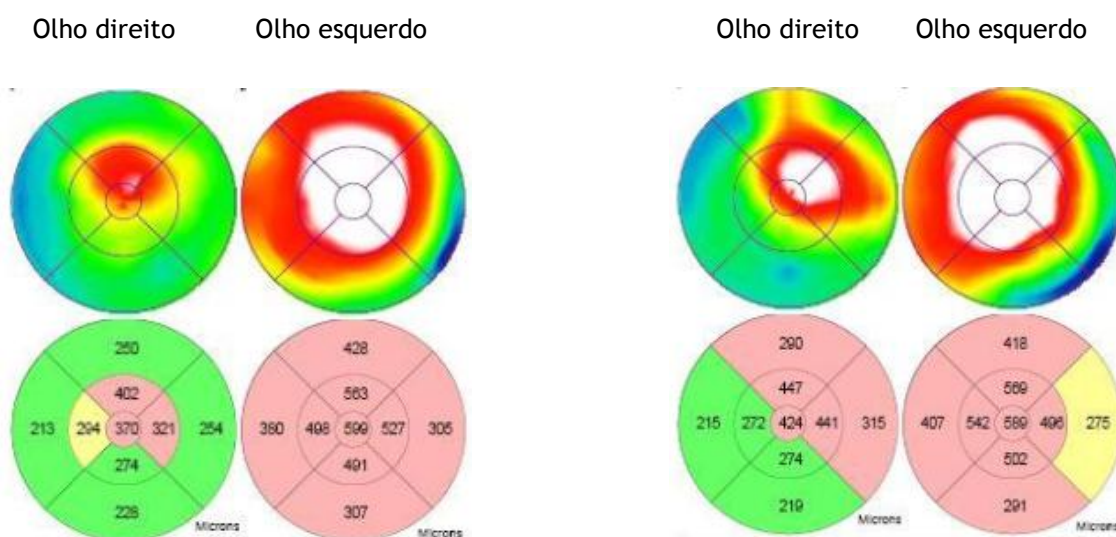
Análise da espessura retiniana mediante tomografia de coerência óptica realizados em 2009 e 2010 respectivamente (26).
